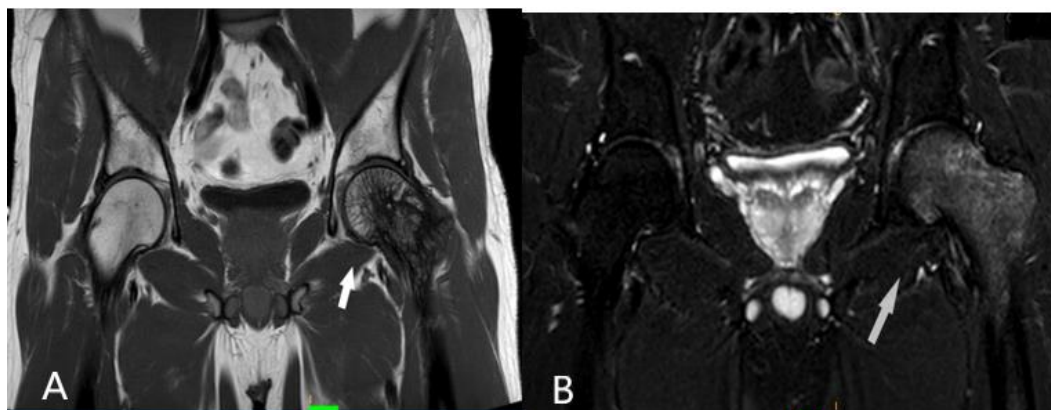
AyB Imágenes de resonancia al inicio de los síntomas.
